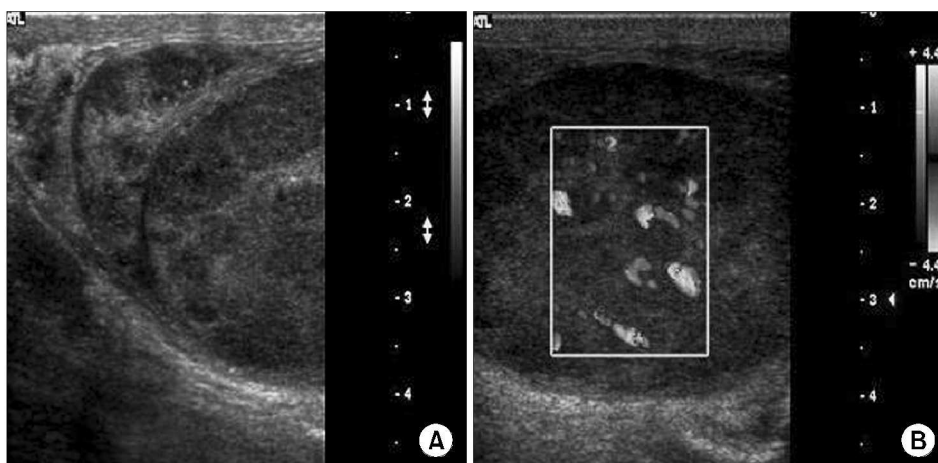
Doppler ultrasonogram of the right scrotum showing a diffusely enlarged epididymis, with decreased echogenicity (A) and with increased vascularity (B).
